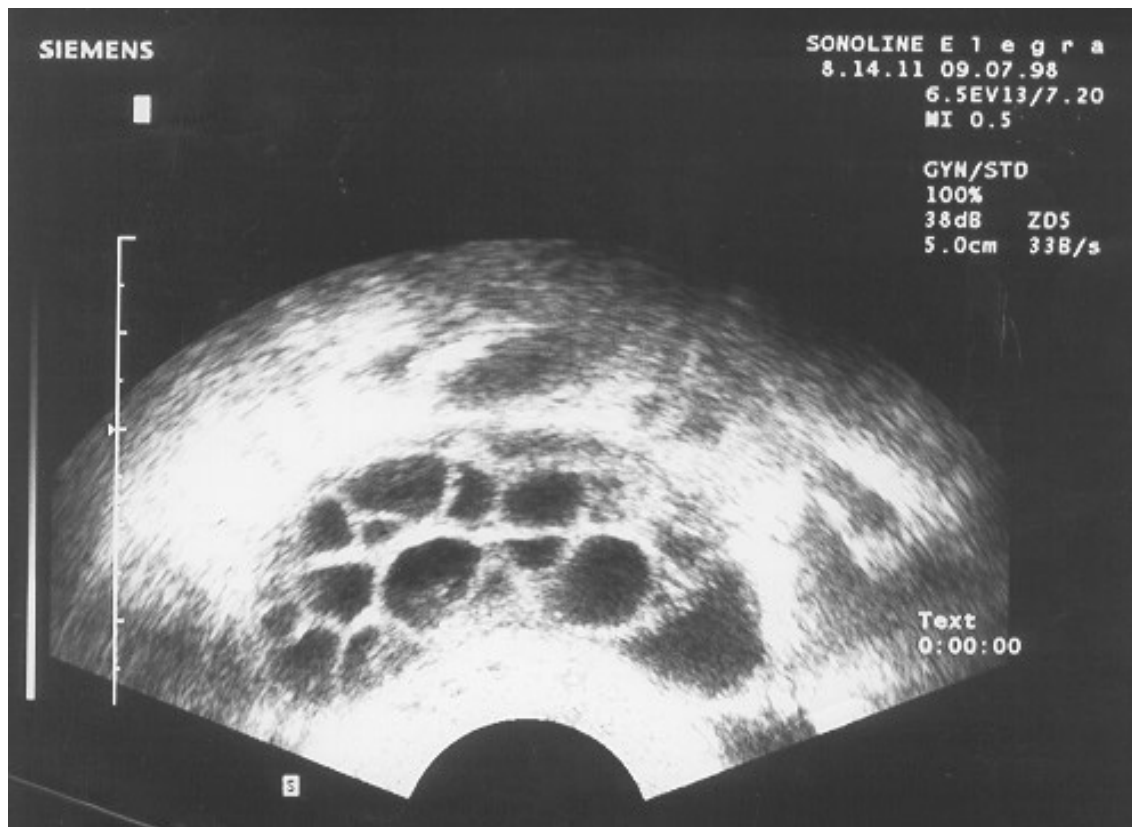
Transvaginalsonographische Darstellung des rechten Ovars bei einer 34jährigen Patientin mit PCOS: Durchmesser des Ovars 3,58 cm; typischer Follikelkranz und multiple Follikel kleiner als 10 mm. Zu erkennen ist eine angedeutete Verdickung der Tunica albuginea (Quelle; Frauenpoliklinik, Charité-HUB, 1998).
